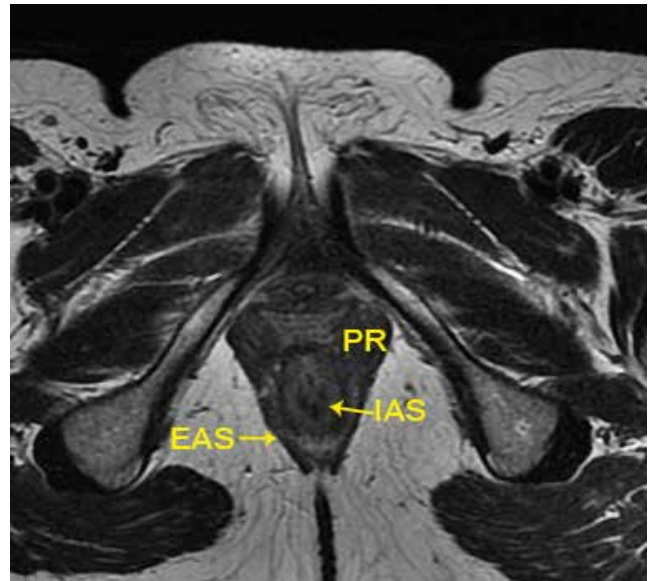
T2-weighted fast relaxation fast spin echo MRI images of the puborectalis (PR) level. EAS = external anal sphincter; IAS = internal anal sphincter
